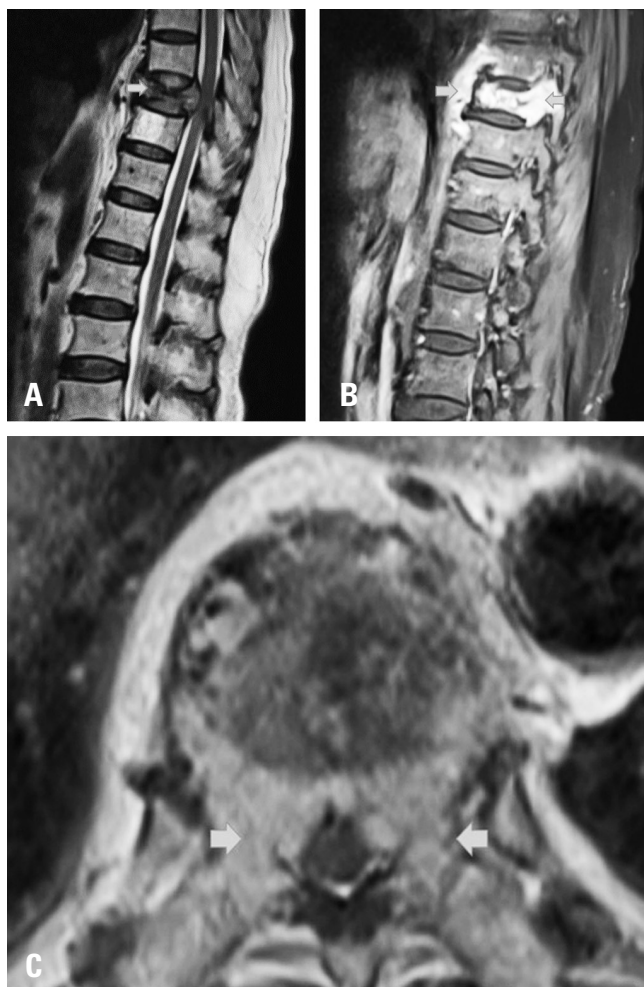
Preoperative magnetic resonance imaging (MRI) scan of the thoracic spine. (A) A T2-weighted sagittal MRI scan shows low signal intensity in the central portion of the T9 body, (B) An enhanced sagittal MRI scan shows well-enhanced findings in the T9 body and adjacent soft tissue. (C) An axial MRI scan shows enhancement in both pedicles.
